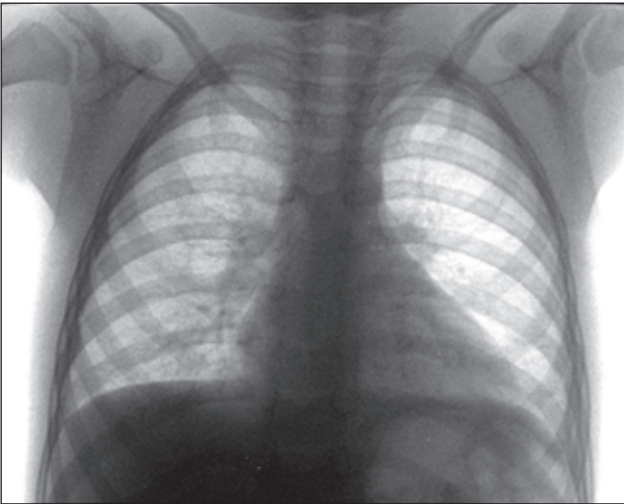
Рентгенограма органів грудної клітки дівчинки П.
